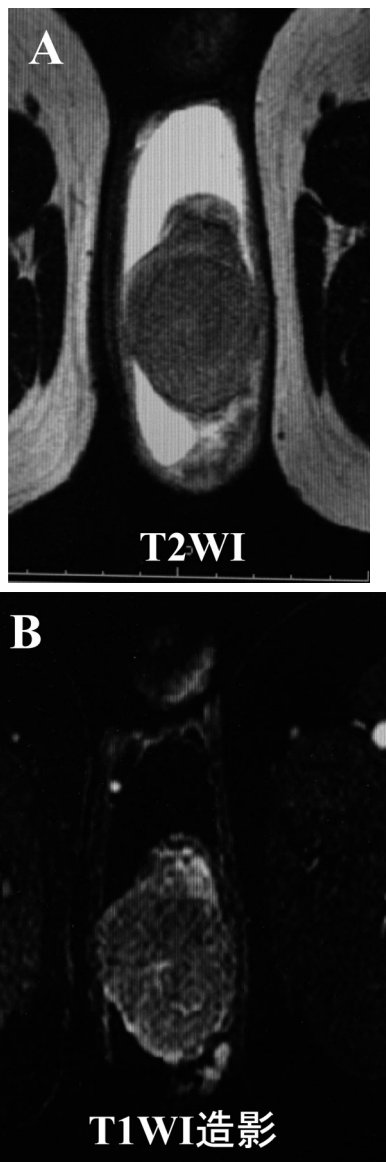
MRI of the left testicular tumor. The tumor was heterogeneously enhanced by contrast media.
